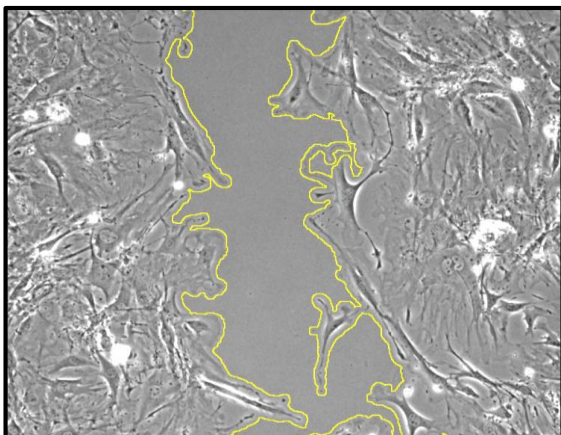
Aplicación del macro *MRI Wound Healing Tool* a una imagen de la herida de un cultivo celular
